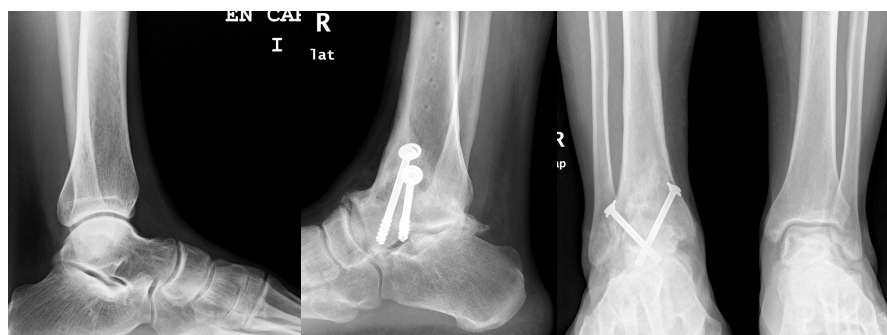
Radiografía ántero-posterior y lateral del tobillo sano y artrodesado.
